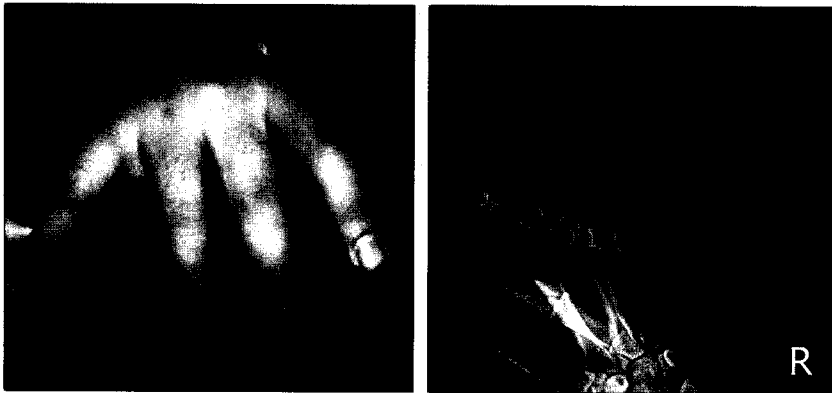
(Left) Preoperative clinical test of a radial collateral ligament rupture of the fifth metacarpophalangeal joint. There was a gross laxity without a clear end point to joint opening in full flexion of metacarpophalangeal joint. (Right) Stress X-ray view shows 40 degrees of ulnar deviation of metacarpophalangeal joint.
